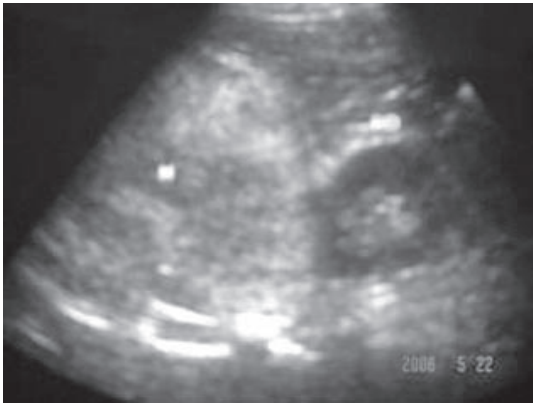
Ultrasonido renal mostrando tumoración sólida en topografía suprarrenal derecha.
